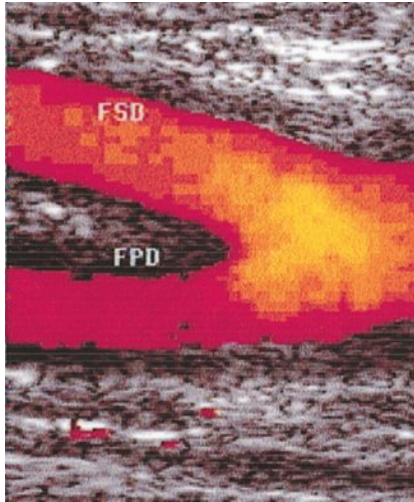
Bifurcation fémorale normale en Doppler couleur.
